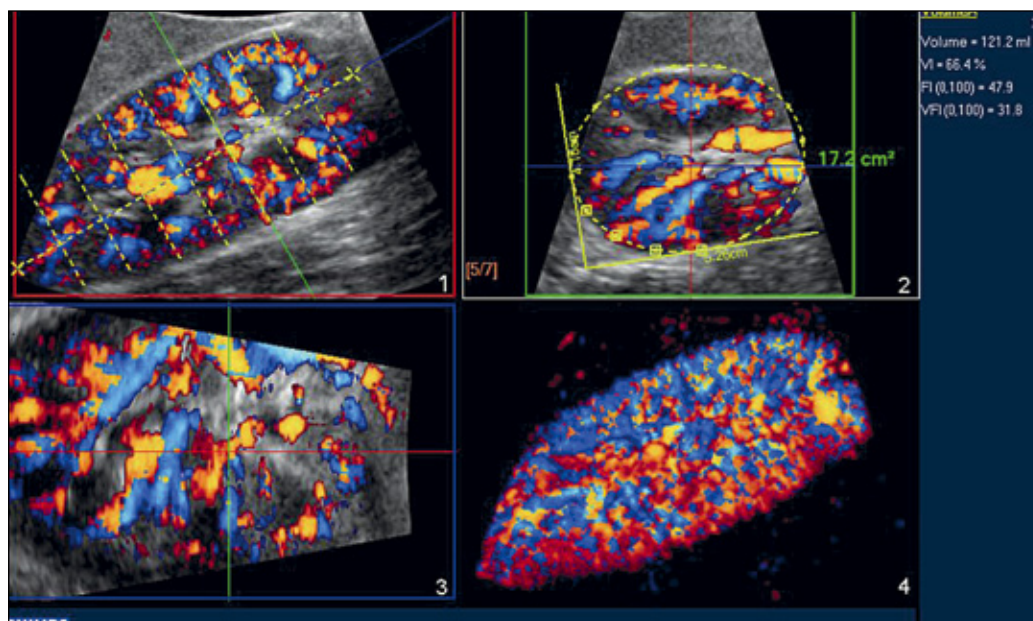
Scansione ecocolor-Doppler volumetrica per lo studio del rene. Dopo l'acquisizione i dati volumetrici possono essere riabilitati con programmi software dedicati per ottenere informazioni sulla perfusione dell'intero parenchima e per il calcolo accurato del volume (immagine fornita da Philips medical system, ottenuta con ecografo iU22).
